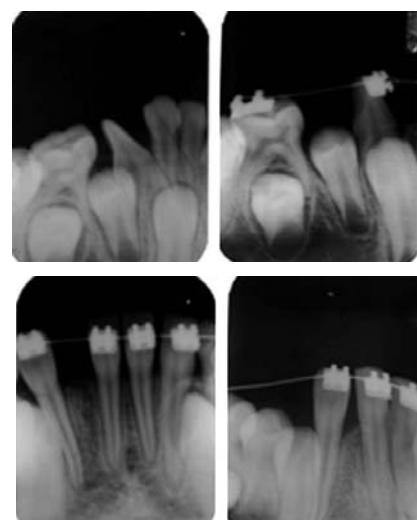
Acompanhamento radiográfico periapical
